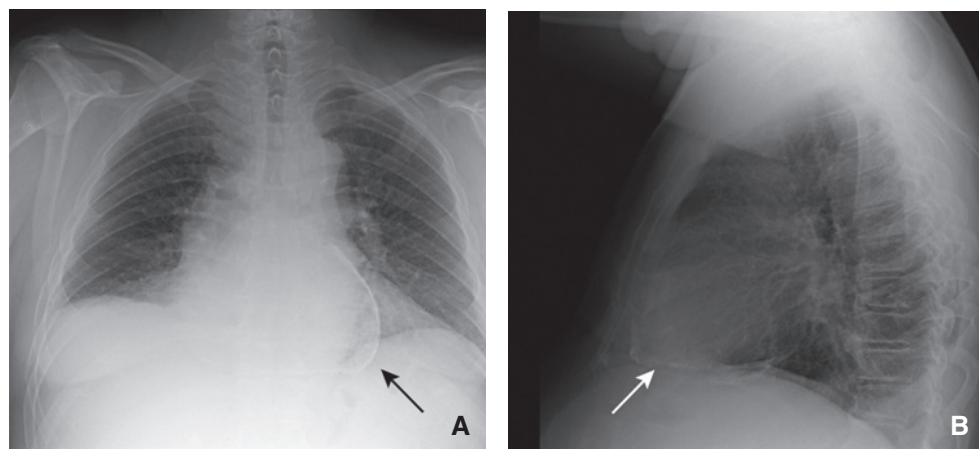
Radiografia del torace in un paziente affetto da pericardite cronica calcifica. Opacità lineare in rapporto con le calcificazioni del pericardio (freccie) (A, B).
